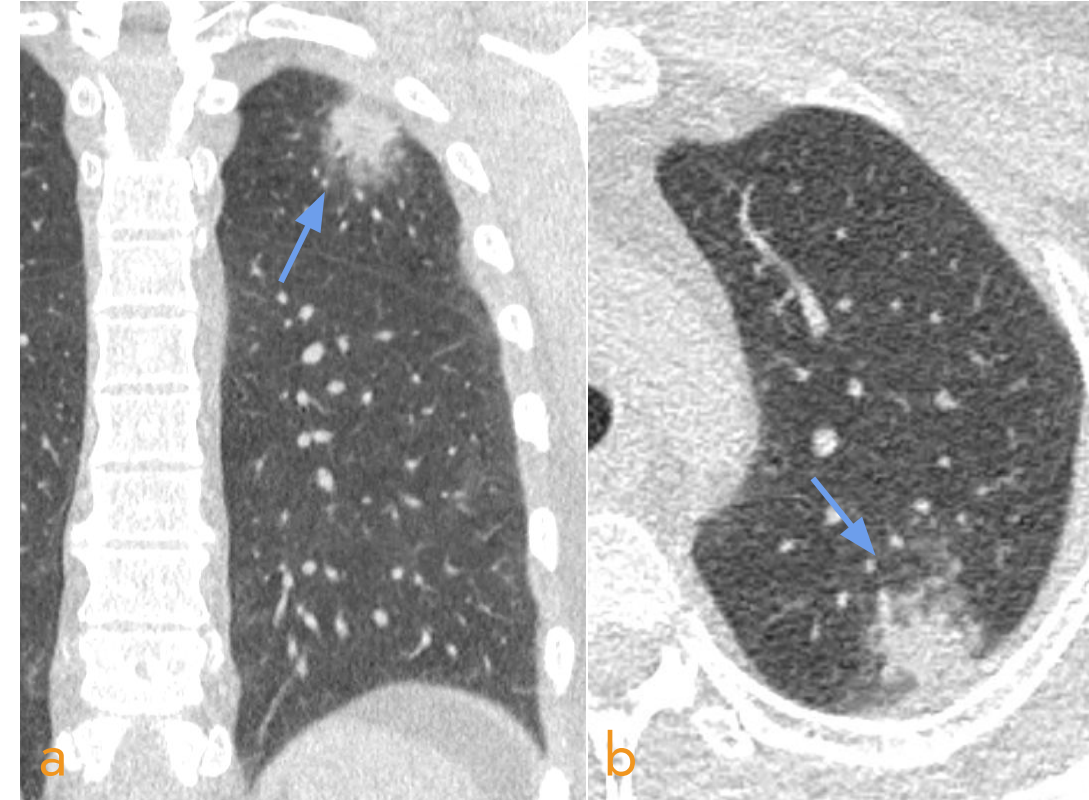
a) Corte coronal y b) corte axial de TC torácico. Nódulo con halo en vidrio deslustrado (flecha) en paciente con antecedente de NO previas.
